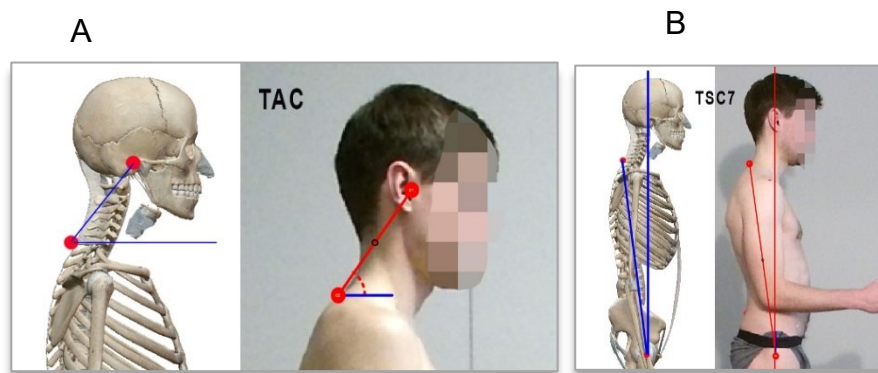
Ángulo de Traslación Anterior Cefálica (TAC) corresponde a la proyección de la cabeza (A); Ángulo de Traslación Sagital de C7 (TSC7) corresponde a la alineación del tórax respecto a la pelvis (B).
